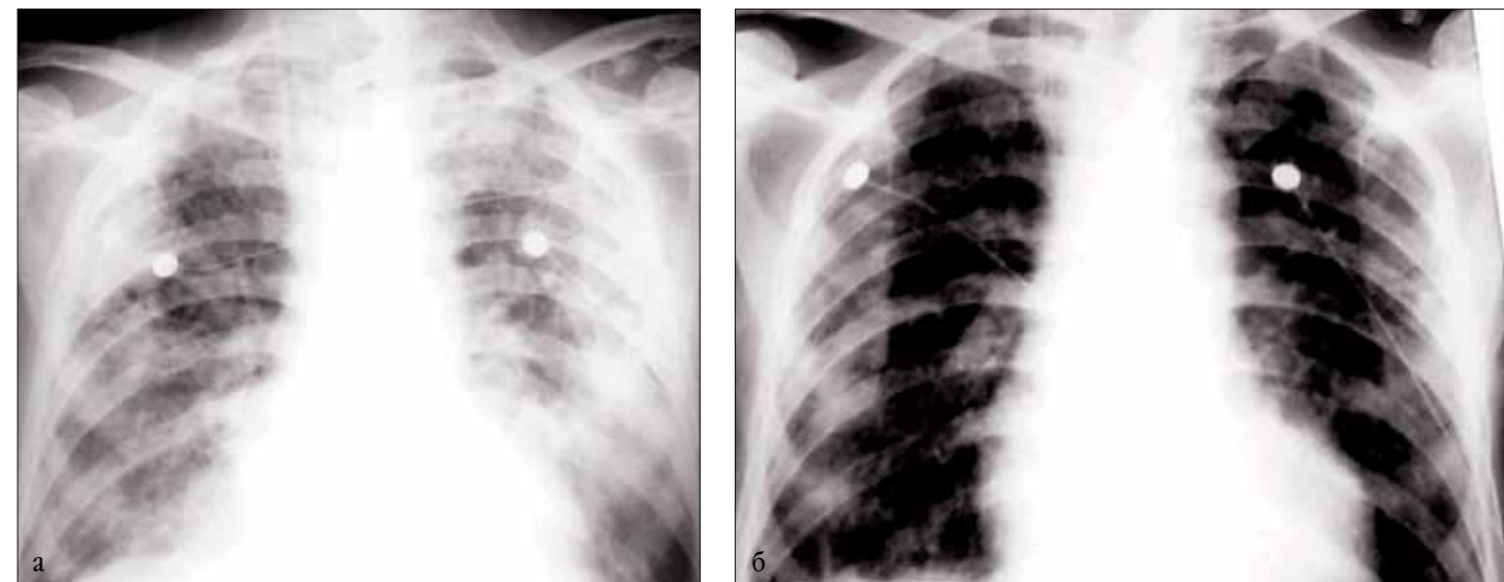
Рентгенограммы больного 56 лет. ОРДС на фоне уросепсиса, исходный ИО =150 мм рт.ст. Длительность терапии – 36 часов, курсовая доза – 9 мг/кг а) исходно; б) через 10 дней после начала курса Сурфактанта-БЛ (9 мг/кг)
